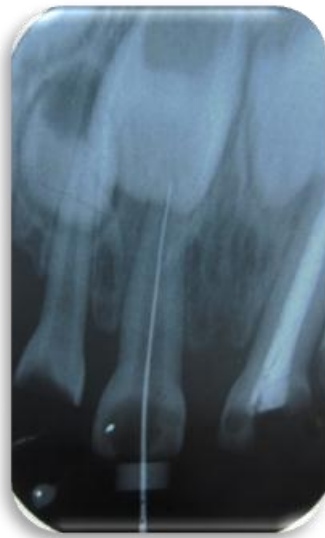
Radiografía para corroborar longitud de trabajo de 17mm.
